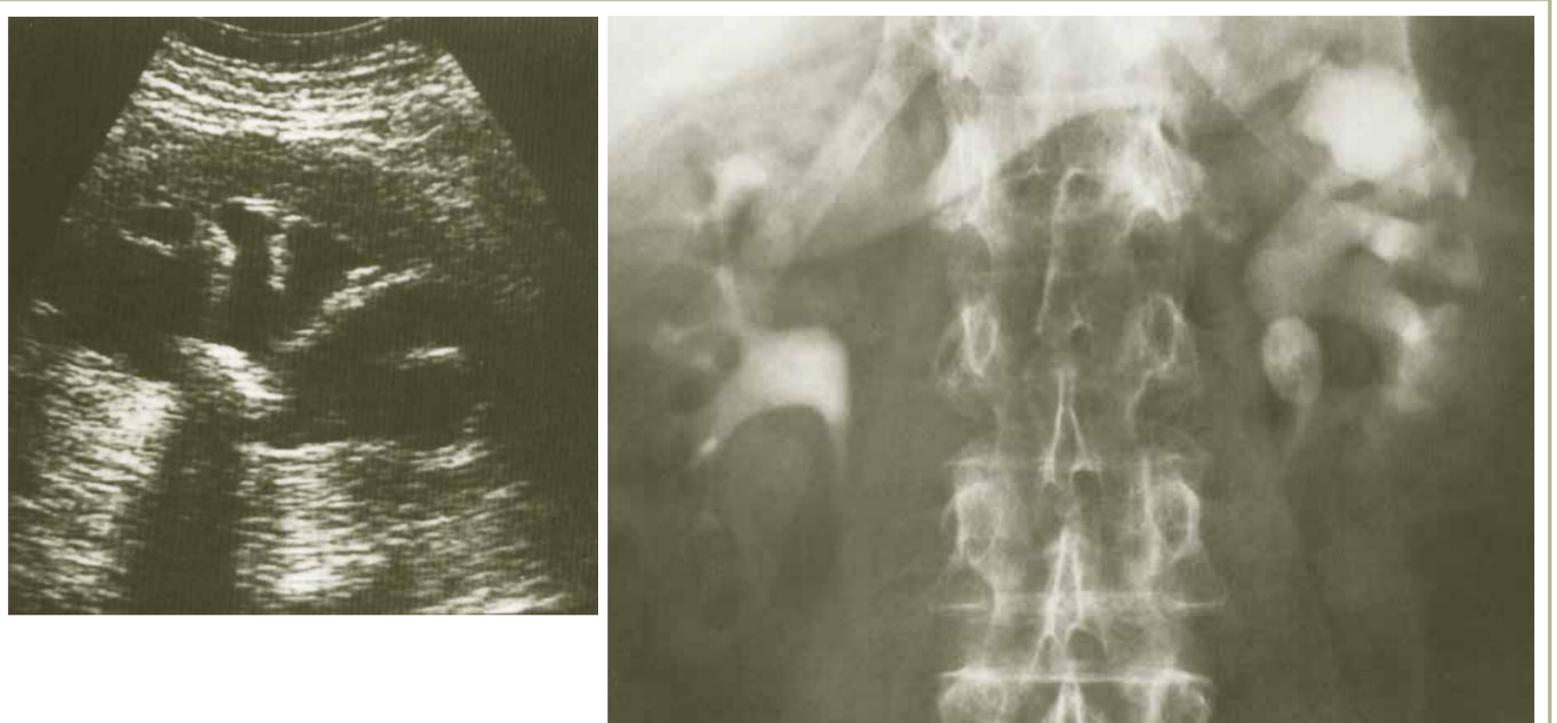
Ultrassonografia e urografia excretora na nefrolitíase. Neste paciente com cólica nefrética, há um cálculo renal obstruindo a junção ureteropélvica à esquerda. Veja a sombra acústica do cálculo na ultrassonografia.
